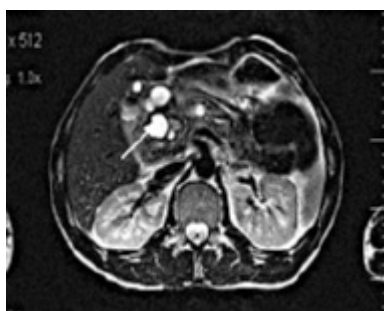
МРТ. Кистозная трансформация головки поджелудочной железы.
